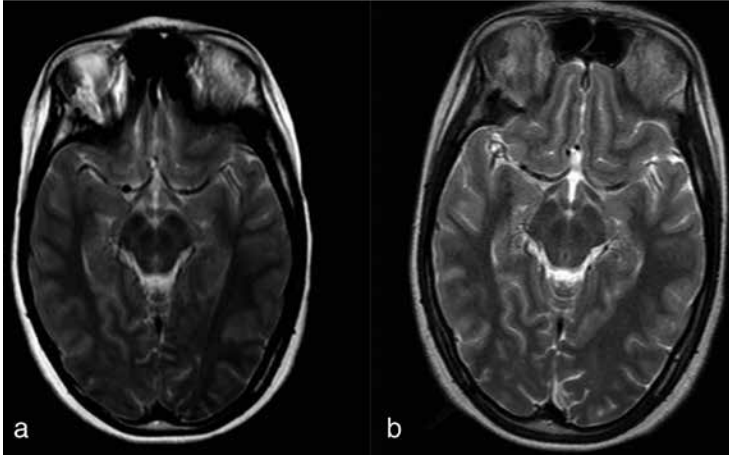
(a) FLAIR görüntüde sağ oksipitalde subkortikal hipointensite ve kortikal hiperintensite, (b) T2 ağırlıklı görüntüde sağ oksipital subkortikal hipointensite, (c) difüzyon b1000 görüntüde kortikal ödemle ait difüzyon kısıtlılığı görülmektedir.
